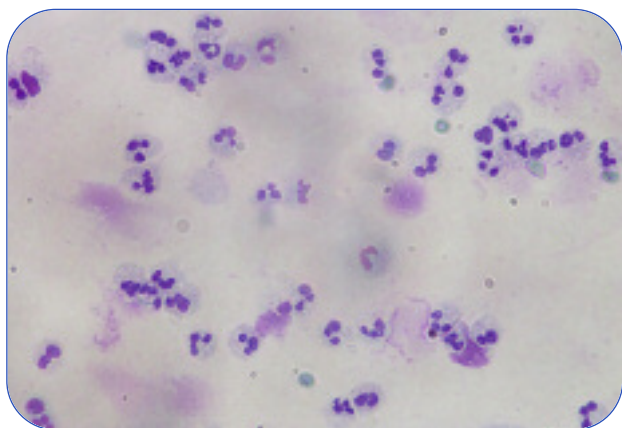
Alveolite neutrofilica: le cellule recuperate con il lavaggio broncoalveolare sono prevalentemente neutrofili. Paziente con bronchite a lenta risoluzione, inizio di ectasie bronchiali alla TAC del torace. Esame colturale del lavaggio broncoalveolare positivo per presenza di *Haemophilus Influentiae*. Colorazione Diff Quick.
